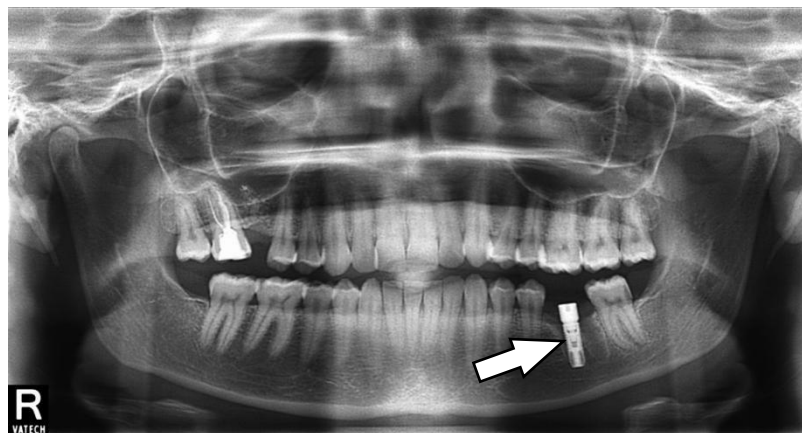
Компьютерная томограмма пациента в послеоперационном периоде с установленным имплантатом в позиции зуба 3.6.
